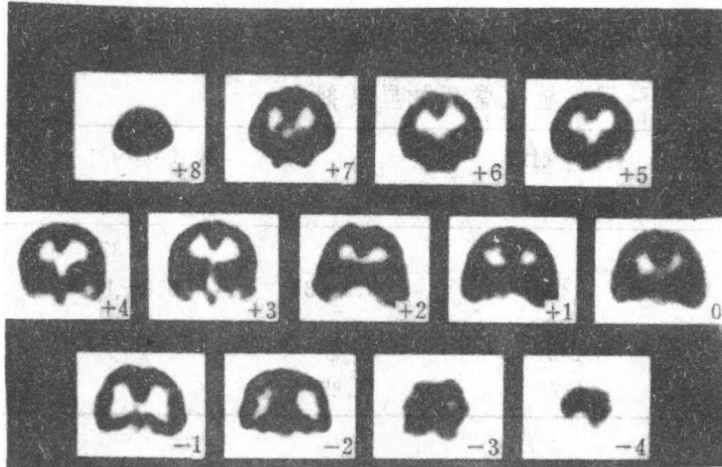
$^{18}F$ FDG正常脑PET冠状面图象
